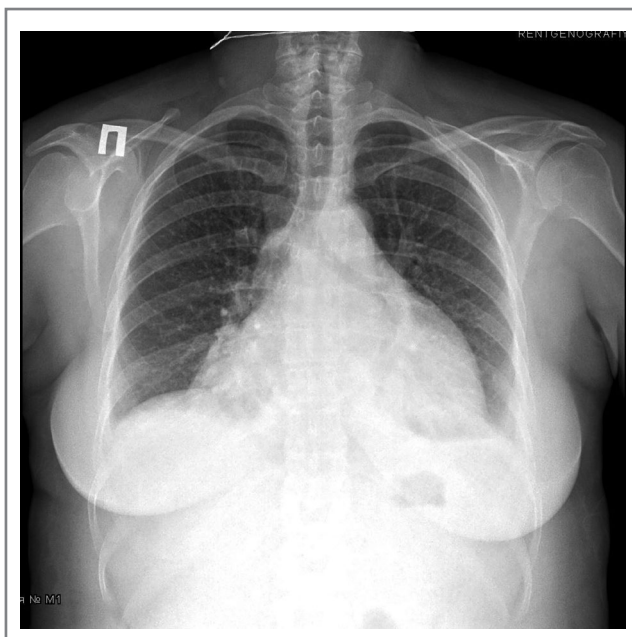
Рентгенограмма органов ГК больной К.
